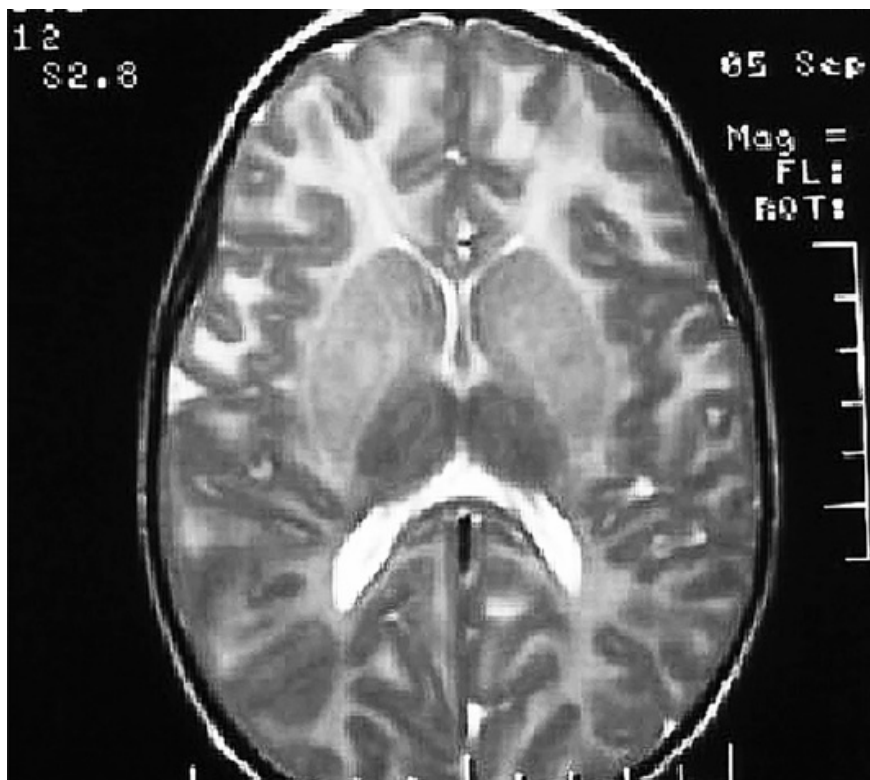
МРТ головного мозга пациента с GM<sub>1</sub>-ганглиозидозом. Диффузная гипомиелинизация головного мозга
